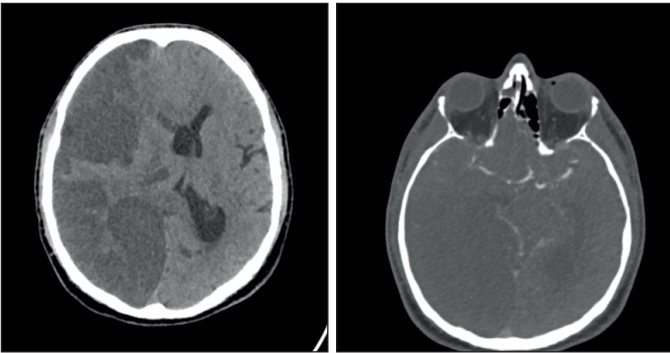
Olgu I Preop ve postop koronal kesit BT anjio görüntüleri
